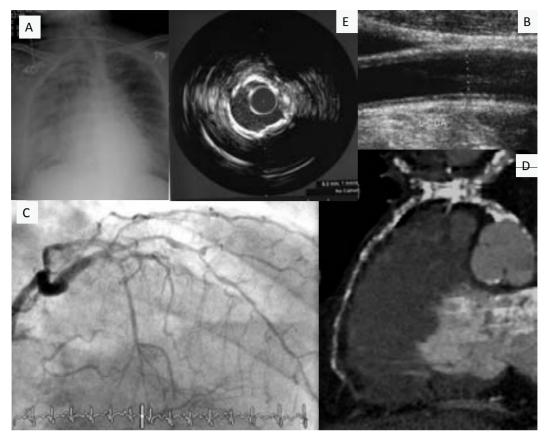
最初の症状が心不全であった重症無症候性糖尿病病変 CT では末梢まで石灰化が観察される. IVUS では全周性の石灰化を観察し,こういった症例では,IMTの肥厚を強く認める.
